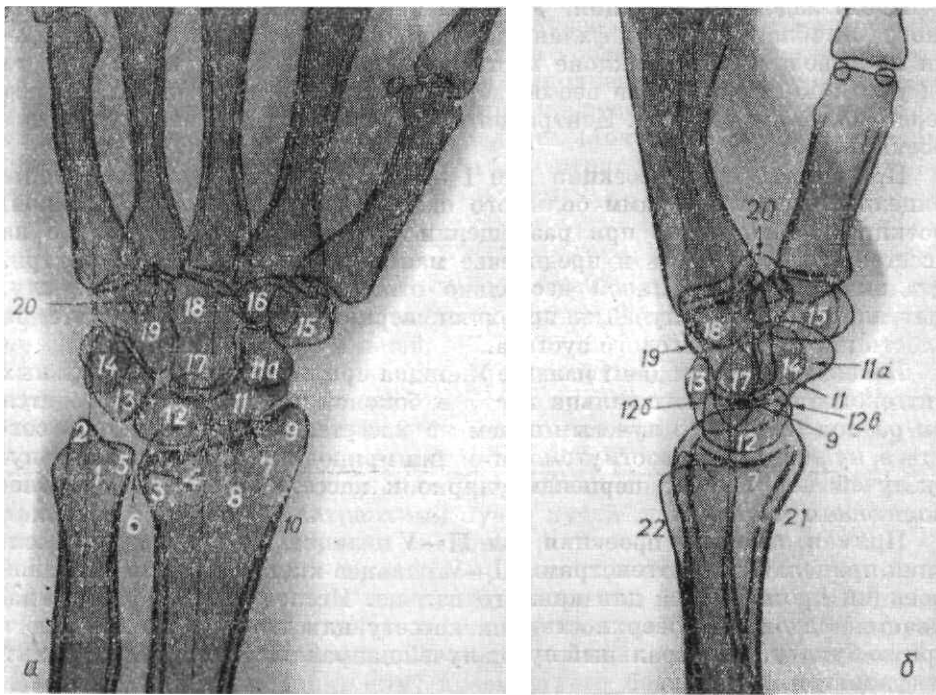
Рентгенограммы лучезяпястного, дистального лучелоктевого суставов и запястья в прямой ладонной (а) и боковой (б) проекциях.
